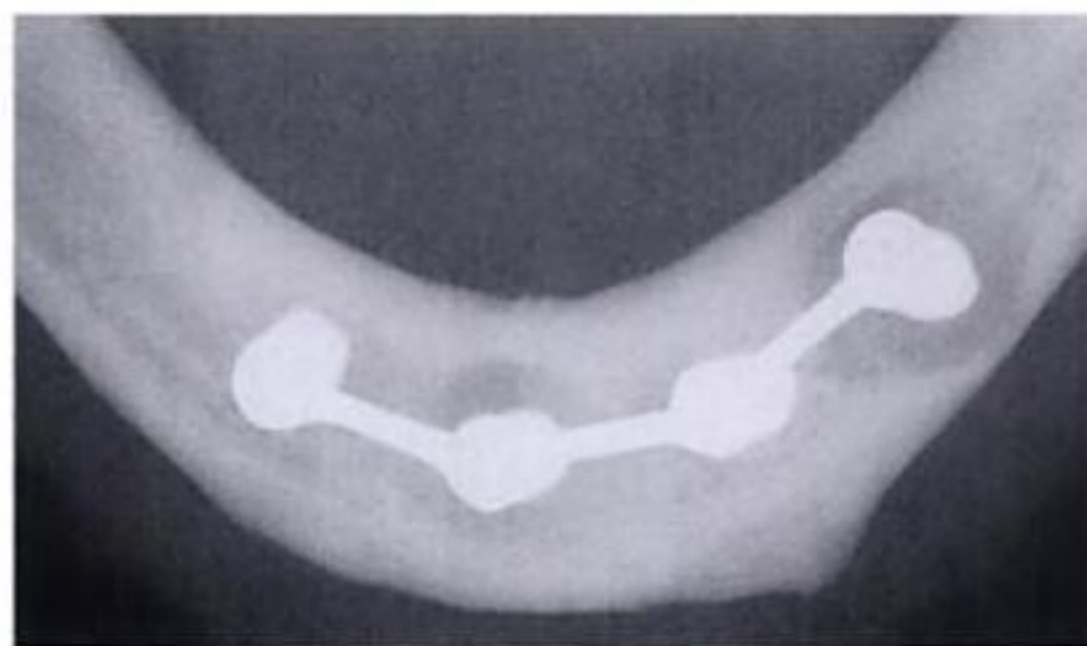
Radiografía de mordida del maxilar inferior: osteólisis periimplante.
